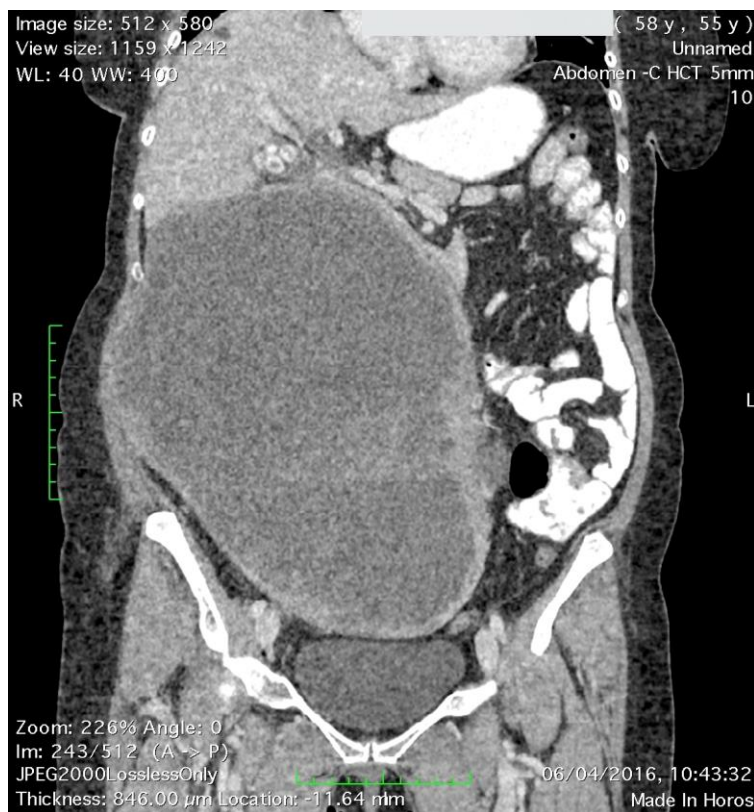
КТ пацієнтки з рецидивною гігантською пухлиною через 4 місяці після першого циторедуктивного втручання.
